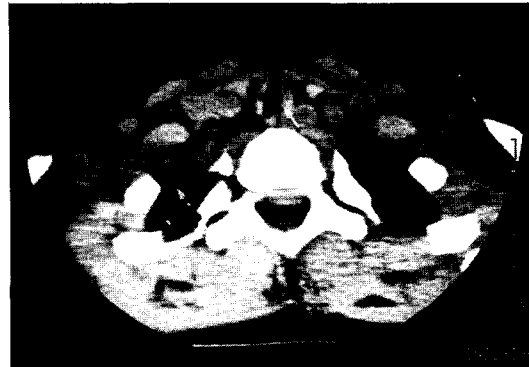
Case 1. Top left. Air-tracheogram reveals stenosis(arrows). Top right. Axial 2D CT image obtained at the level of the 6th cervical vertebra reveals moderate circular stenosis(arrow)..Bottom left. Multiplanar coronal reformat image shows length of stenosis, effectively(arrows). Bottom right. Anteroposterior 3D reconstruction of spiral CT data shows stenotic segment, exactly(arrows).
